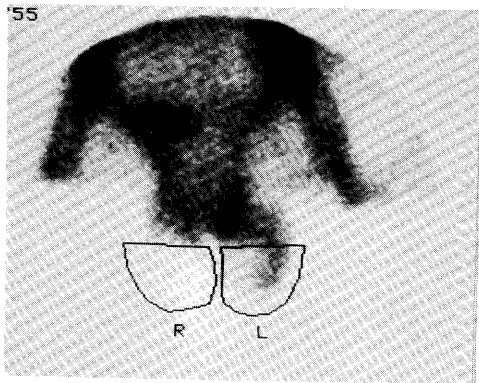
Post-embolization scrotal scintigraphy
